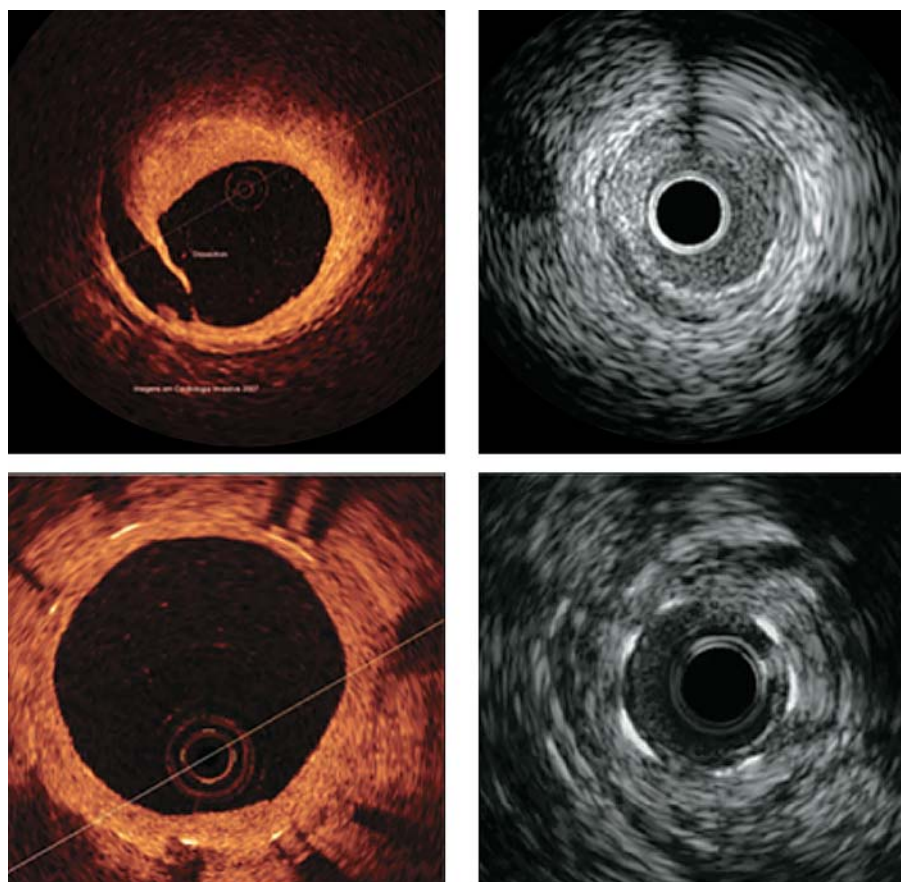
Диссекция после ТЛАП (вверху) и гиперплазия интимы в стенке (внизу) по ОКТ и ВСУЗИ.
